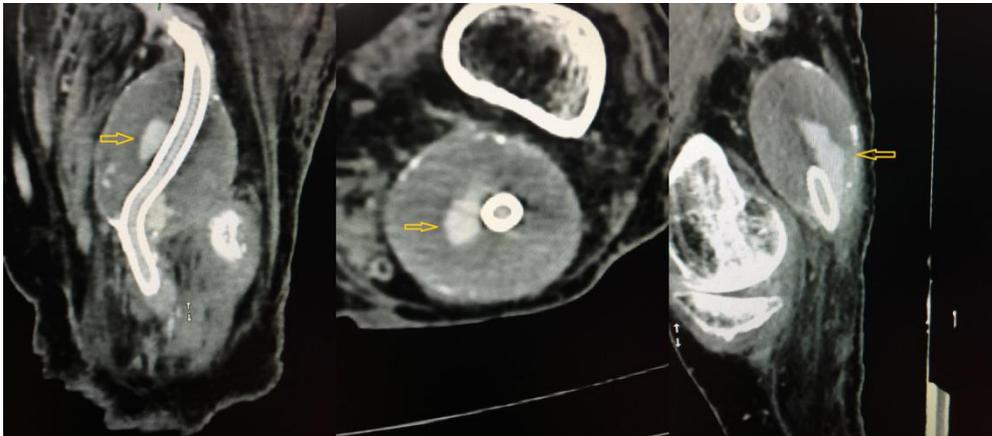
Angio-TC evidenciando endoleak em cortes coronal e transversos
